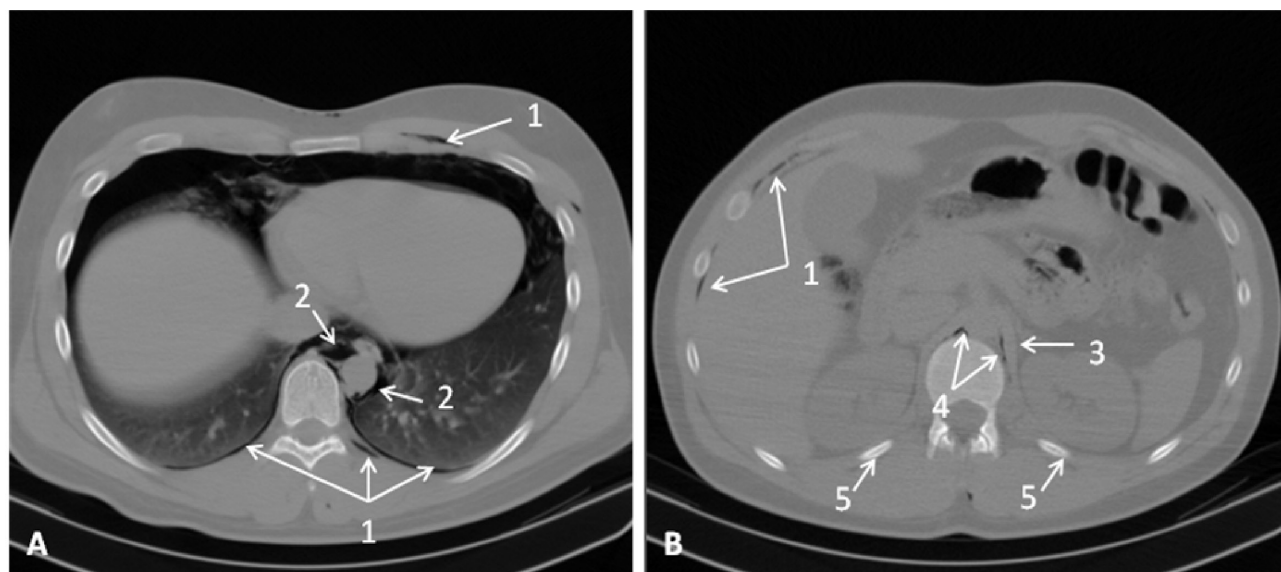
A – secțiune CT la nivelul joncțiunii esofago-gastrice; B – secțiune CT la nivelul Th₁₂. Aria de răspândire a aerului a cuprins spațiile celulare paraperitoneale. 1 – răspândirea gazului în *textus cellulosus retroperitonealis*, inclusiv, se determină gaz sub *fascia endoabdominalis*; 2 – contrastarea circulară a spațiului celular paraaortal – mediastinul abdominal; 3 – *artera renalis*; 4 – răspândirea gazului pe traiectul vaselor renale; 5 – coasta XII.
